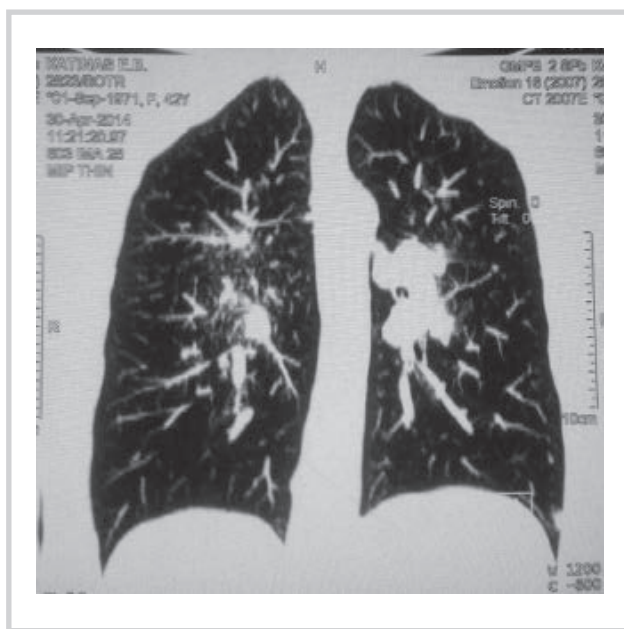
СКТ органов грудной клетки.
